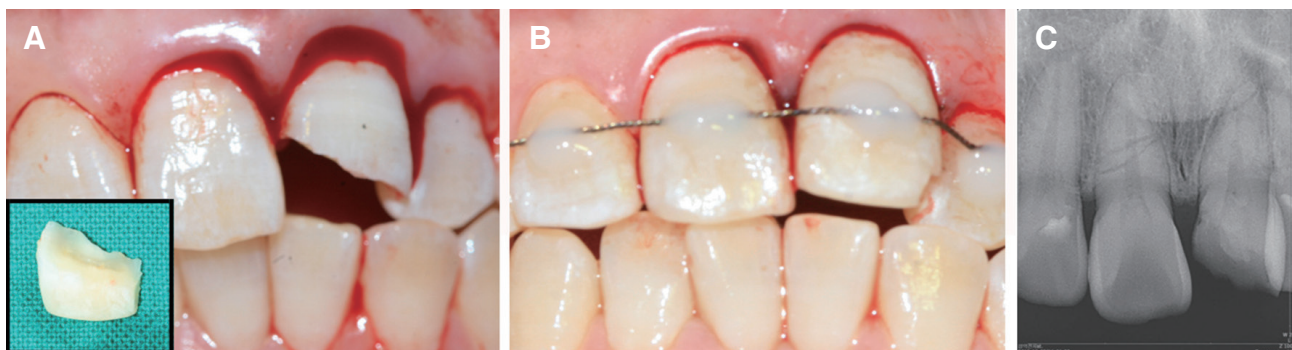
Tooth fragment reattachment of Case C: (A) Preoperative photographic image of the fractured tooth and tooth fragment, (B) Immediate postoperative photographic image, (C) Preoperative radiographic image of the fractured tooth.
